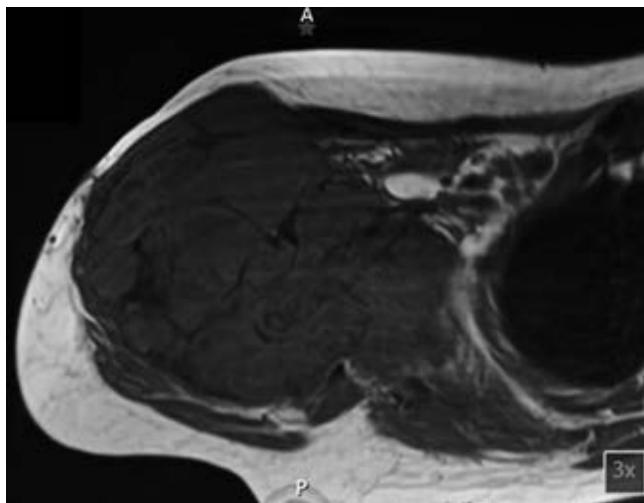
Corte coronal de resonancia magnética donde se hace evidente el importante componente extracompartimental de la lesión.
